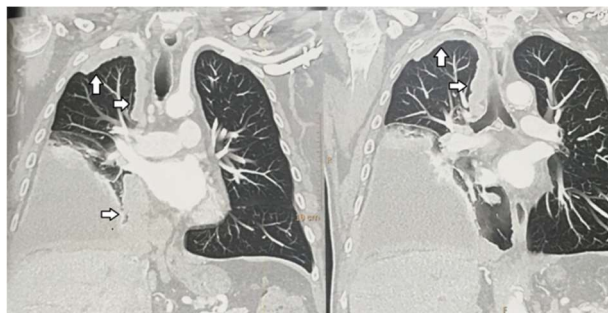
Imagem coronal de TC contrastada mostrando espessamento pleural irregular das porções superior e medial do terço superior do hemitórax direito e de todo terço inferior desse hemitórax (pontas de seta). Há volumoso derrame pleural loculado no terço inferior do hemitórax direito com atelectasia parcial dos lobos inferior e médio adjacentes ao derrame.
